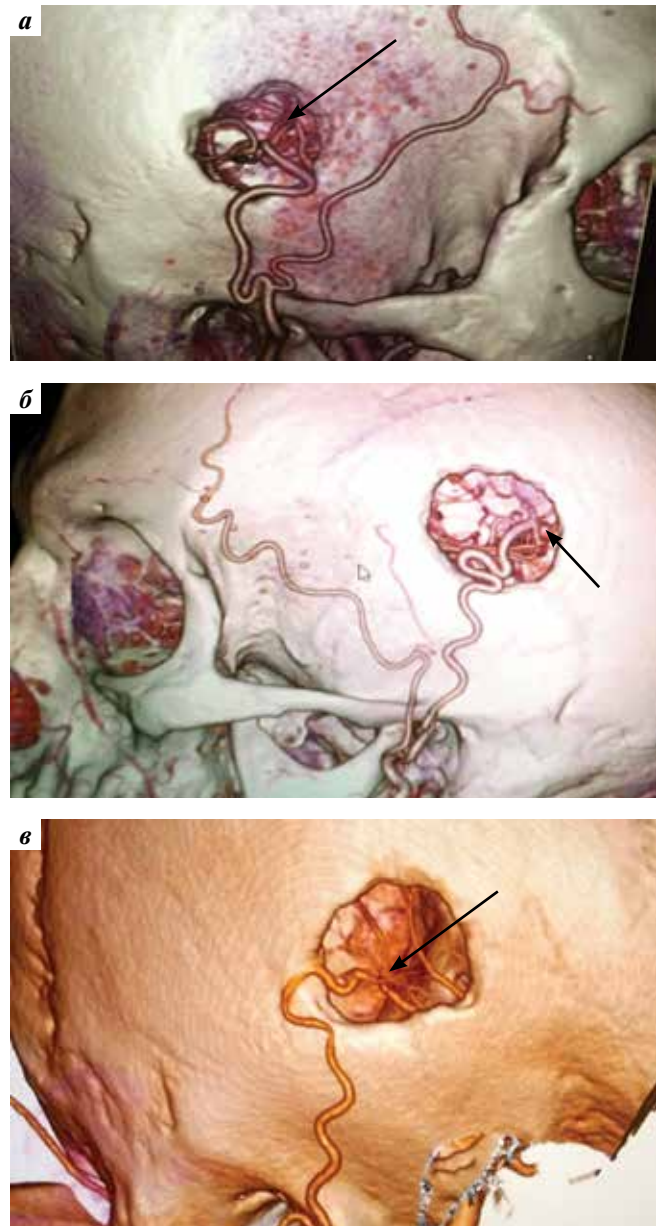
Мультиспиральные 3D компьютерно-томографические ангиограммы: а — ЭИКМА справа у пациента С. через 2 года после операции: визуализируется функционирующий анастомоз между правой поверхностной височной артерией и сегментом М4 правой средней мозговой артерии (стрелка); б — ЭИКМА слева у пациента Б. через 4 года после операции: визуализируется функционирующий анастомоз между левой поверхностной височной артерией и сегментом М4 левой средней мозговой артерии (стрелка); в — ЭИКМА справа у пациента Н. через 6 лет после операции: визуализируется функционирующий анастомоз между правой поверхностной височной артерией и сегментом М4 правой средней мозговой артерии (стрелка)
